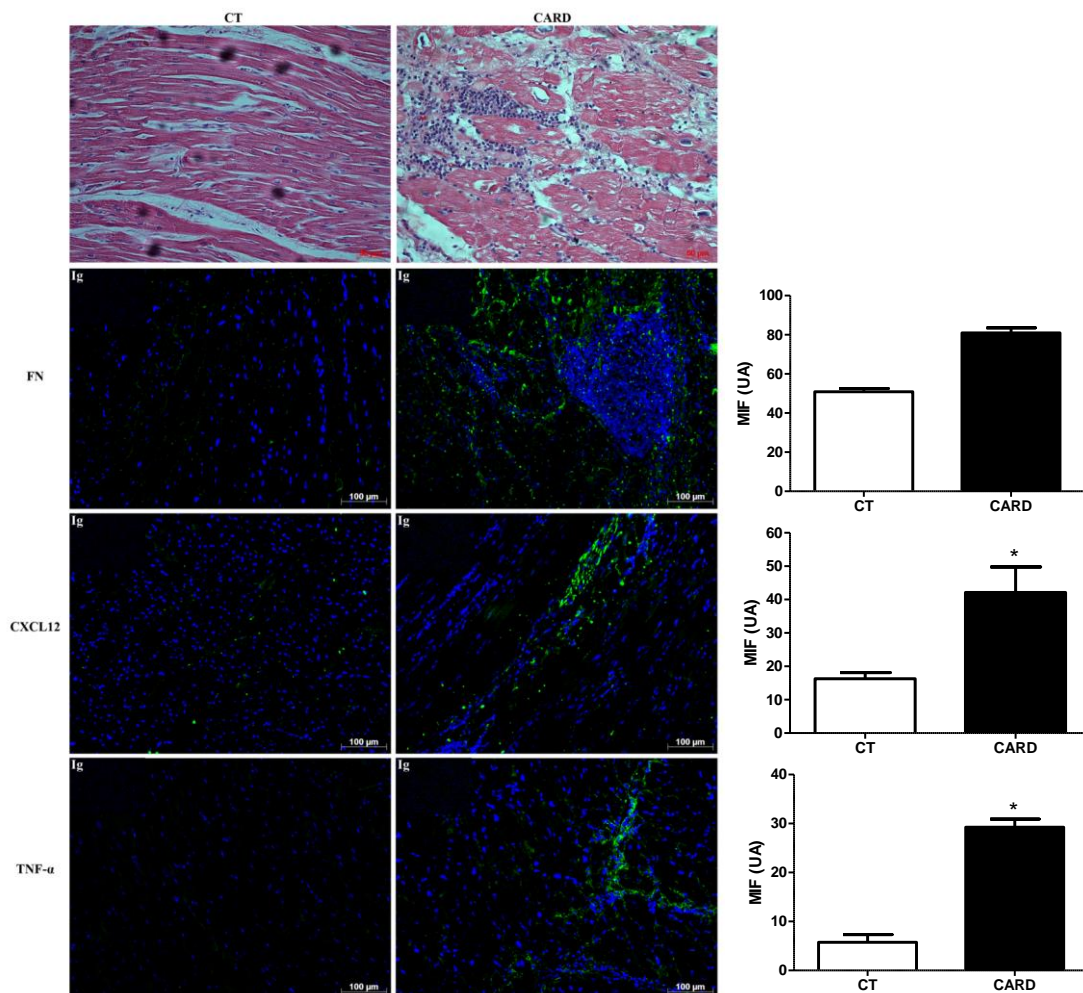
Análise histológica e imunofluorescência do infiltrado inflamatório no tecido cardíaco dos grupos de estudo. A expressão de citocinas quimiotáticas em tecido cardíaco humano de pacientes crônicos e indivíduos controle demonstra *in locu*, que estas moléculas estão localizadas ao infiltrado inflamatório característico da fase crônica da infecção, podendo estar associadas ao influxo de células ao tecido. Imagens representativas de uma amostra por grupo. CT = controle, CARD = cardíacos (Moderados e Graves), HE = hematoxilina e eosina, FN = fibronectina. Aumento de 20X. Análise de Média de Intensidade de Fluorescência obtida na mensuração de 5 imagens por grupo de estudo (CT, n=1 e CARD, n=2). FN, TNF e CXCL12 marcados em verde, núcleos celulares em azul.
